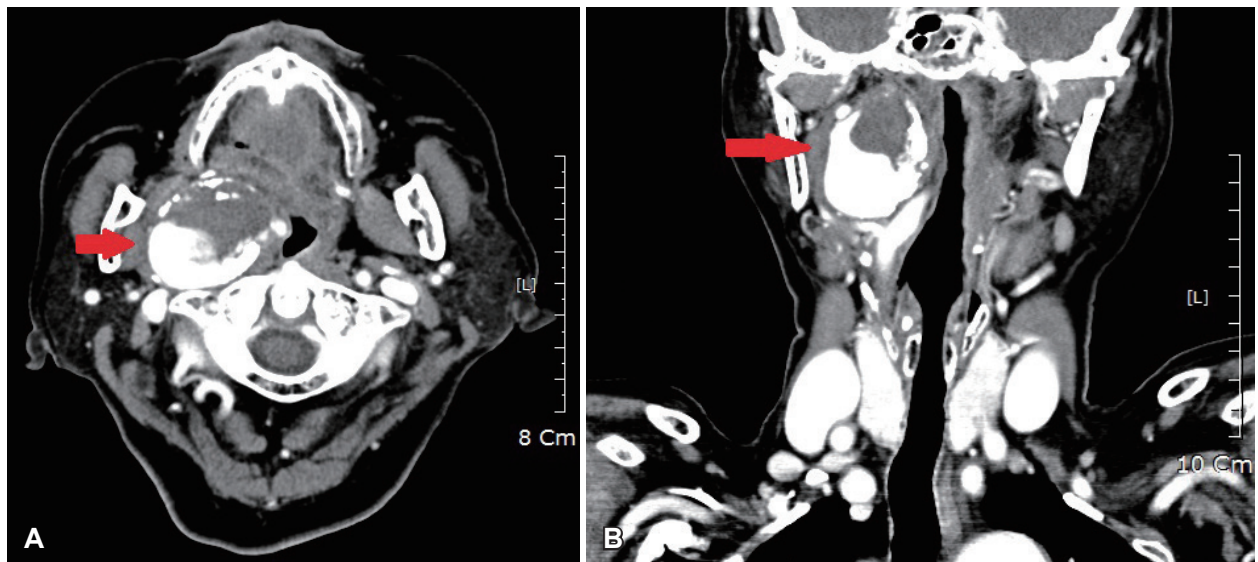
CT findings. A 5 cm sized partially thrombosed aneurysm in the right proximal internal carotid artery with calcified wall (arrows). Axial view (A), coronal view (B).
